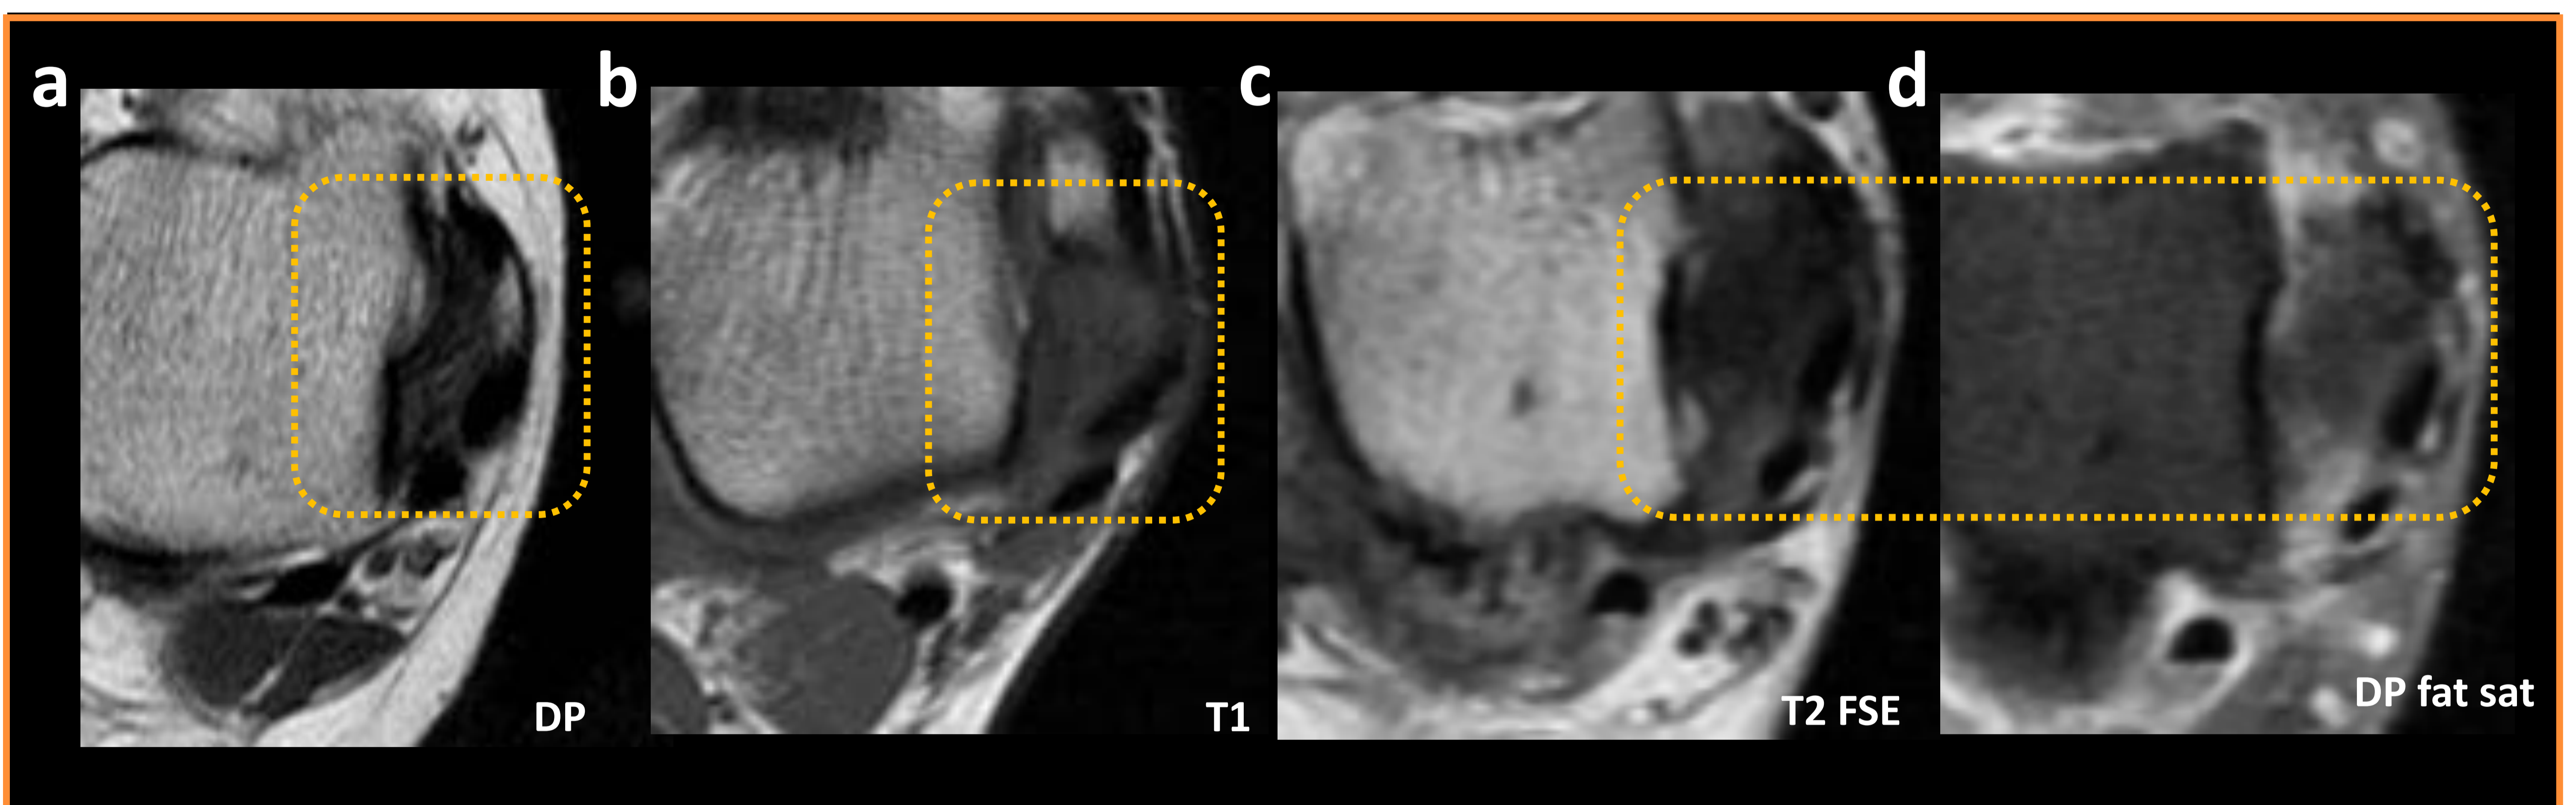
Ligamento tibioastragalino posterior profundo (LCM) en RM en tres pacientes distintos. Este ligamento es normal en el primer paciente (cuadro de puntos amarillo en a), está engrosado con pérdida del patrón estriado en el segundo paciente (cuadro de puntos amarillo en b) y engrosado, con pérdida del patrón estriado y con un área irregular hipointensa en su interior (fibrosis) en el tercer paciente (cuadro de puntos amarillo en c y d).
